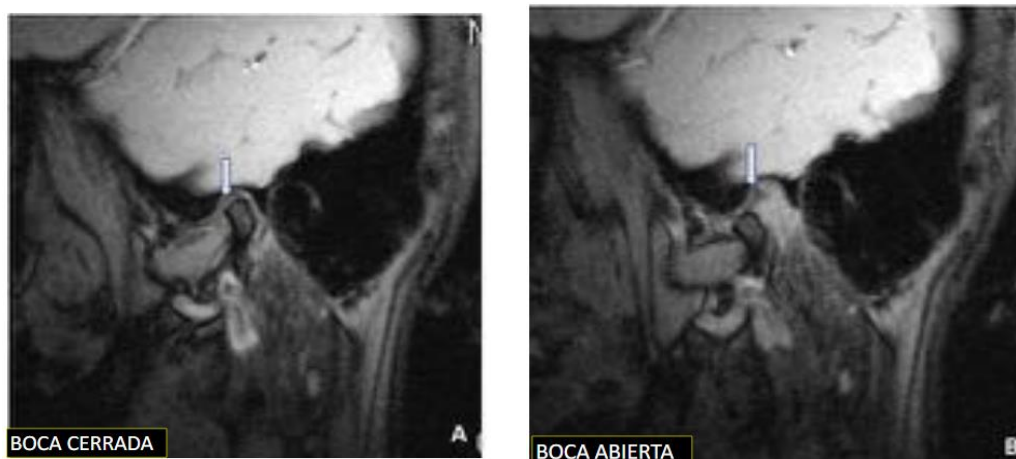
A. B imágenes de RM en boca cerrada y abierta en donde la flecha indica la posición fija del disco (10)
